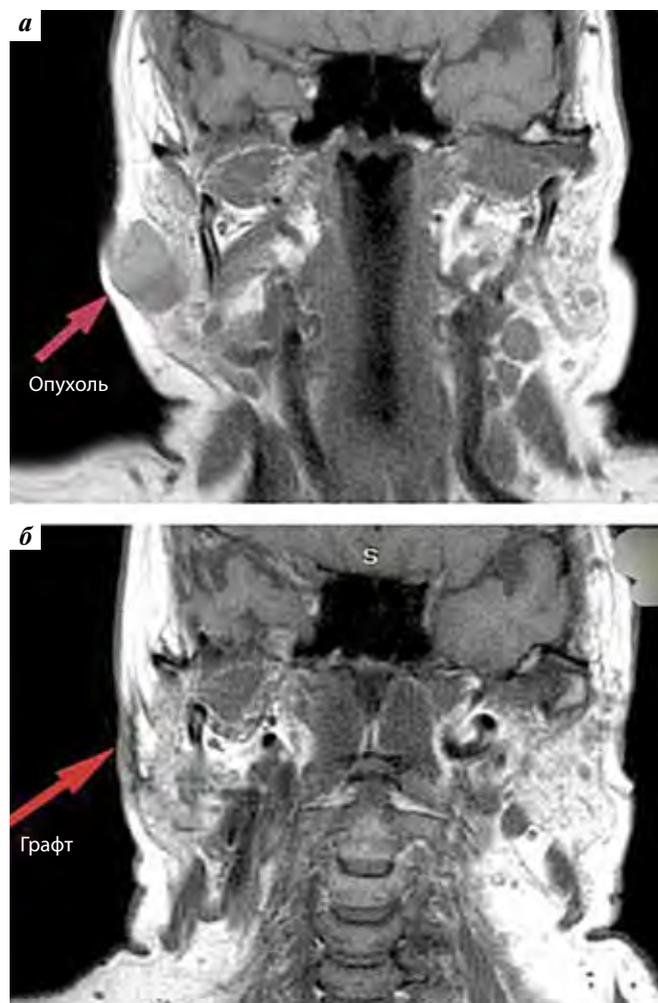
Магнитно-резонансная томография шеи с контрастным усилением с визуализацией опухоли и графта: а – до операции; б – после операции
